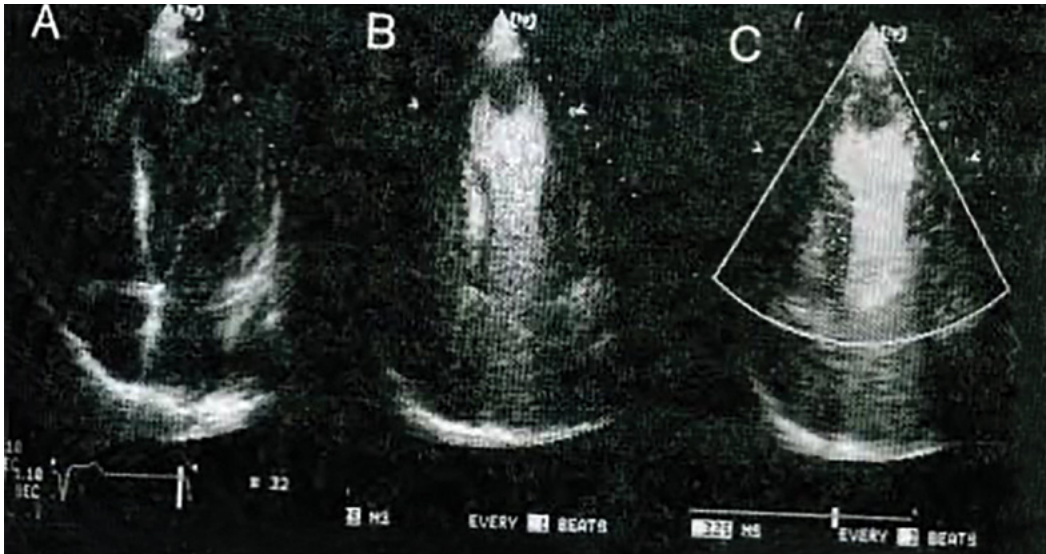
A. Eco Bidimensional, 4 cámaras, demostrando trombo en ápex V.I. de 2 cms. B, Trombo visualizado con técnica armónica después de la inyección de contraste: Optison. C, Trombo demostrado con colorización Doppler armónica, post Optison.
